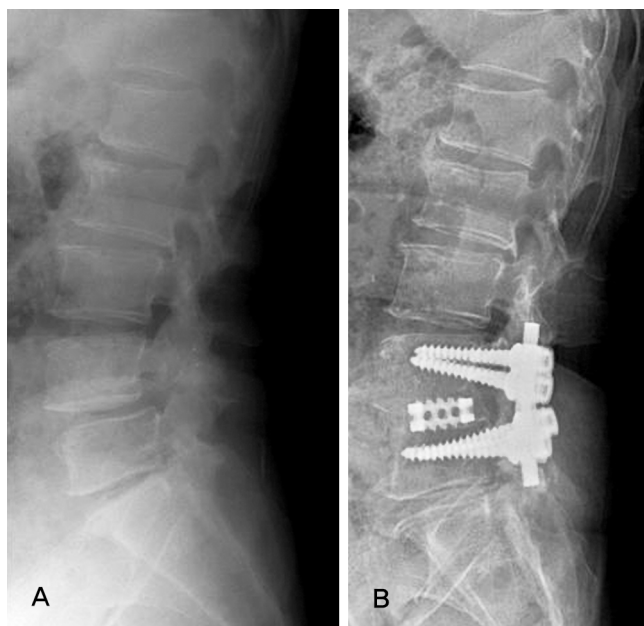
Loss of lumbar lordosis after posterior lumbar interbody fusion for the patient with spinal stenosis. (A) On preoperative x-ray lumbar lordosis was 32.7° and segmental lordosis at L45 was 7.4°. (B) At the final follow-up, lumbar lordosis was 25.3° and segmental lordosis was 4.3° with significant loss of lordosis.
